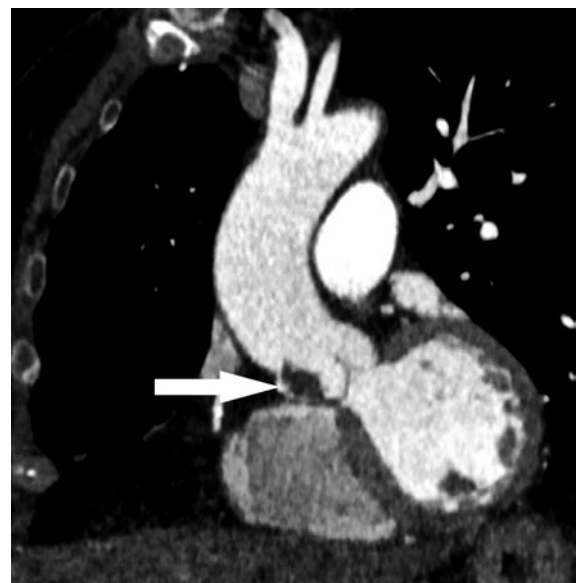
Computertomographie des Thorax (Sagittalschnitt) mit Nachweis einer Raumforderung im Bereich der Aortenklappenebene vor der rechten Koronararterie (Pfeil), Bild bei Spitaleintritt.
